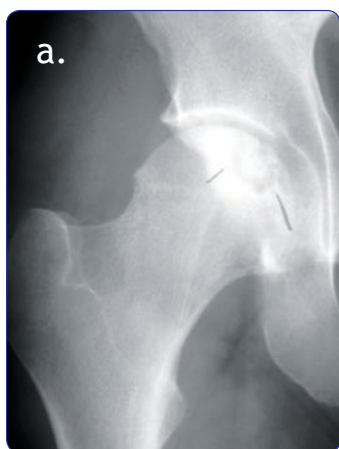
a, b. Radiografía y tomografía de la lesión lítica en la zona subcondral de la cabeza femoral.
